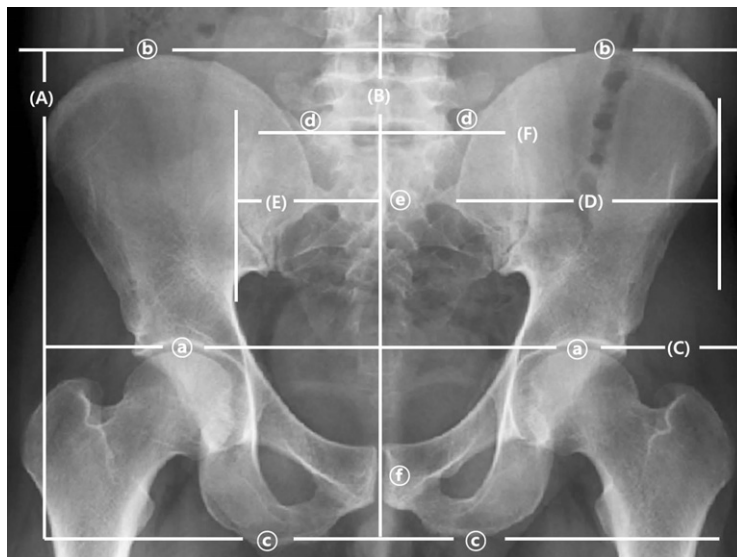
X-ray Indicators of Sacroiliac Malposition.
